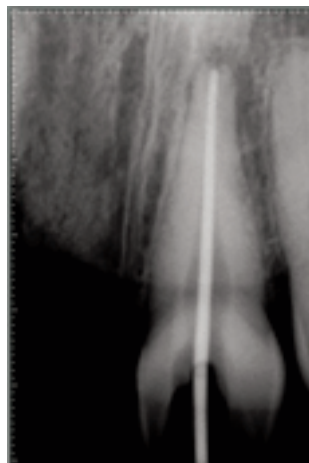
Radiografía de cono principal.
